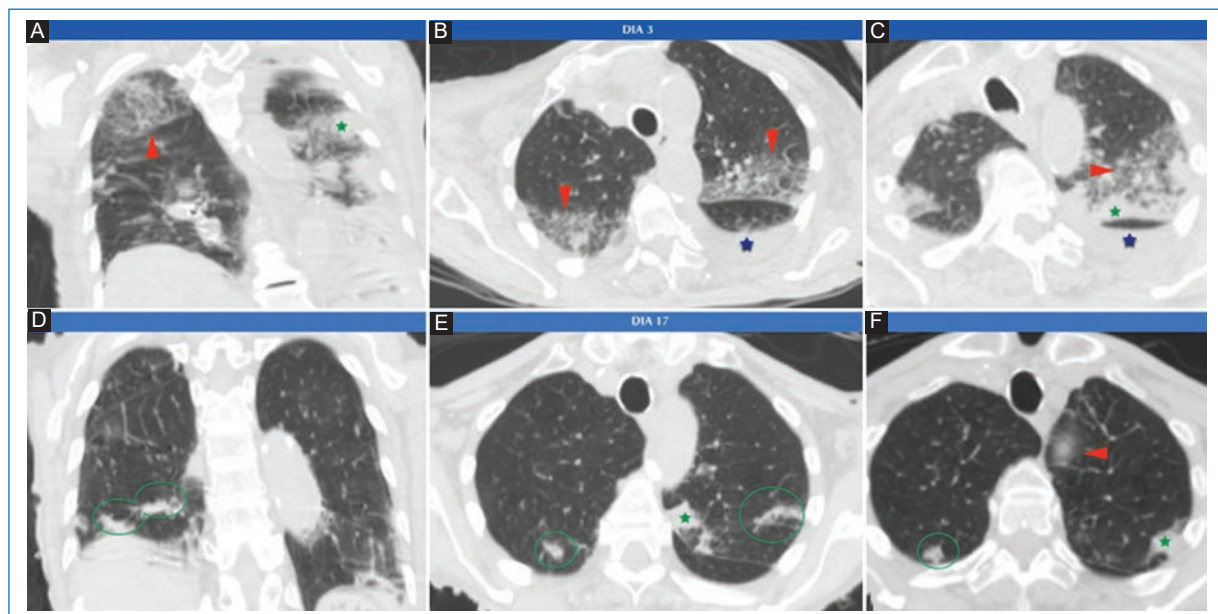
Mujer de 96 años que consulta por cuadro de tos, fiebre, y desorientación, PCR +. A, B y C: cortes coronales y axiales de TC. Al segundo día de internación, le realizan TC, en la que se observan opacidades en vidrio esmerilado, subpleurales en ambos lóbulos superiores (triángulo rojo) y en el segmento apicoposterior del LSI, en el que se observan además pequeñas consolidaciones (estrellas verdes). Se visualiza derrame pleural izquierdo (estrella azul). D, E y F: cortes coronales y axiales de TC. Al decimoséptimo día, se le realiza control, observando disminución de las opacidades descritas (círculos verdes), en relación a buena evolución imagenológica.
